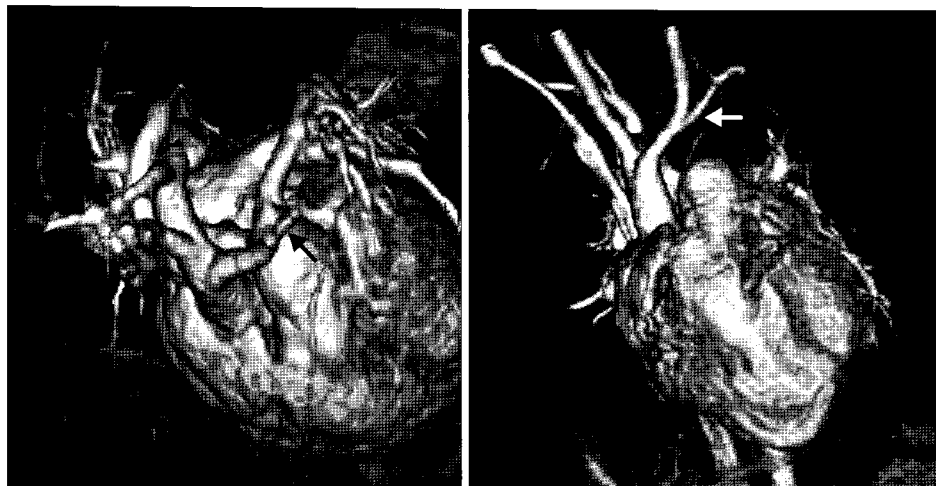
Postoperative 3-dimensional CT shows wide opened space post-erolaterally after resection of Kommerell's diverticulum and transfer of aberrant left subclavian artery (black and white arrows) to the left common carotid artery.
